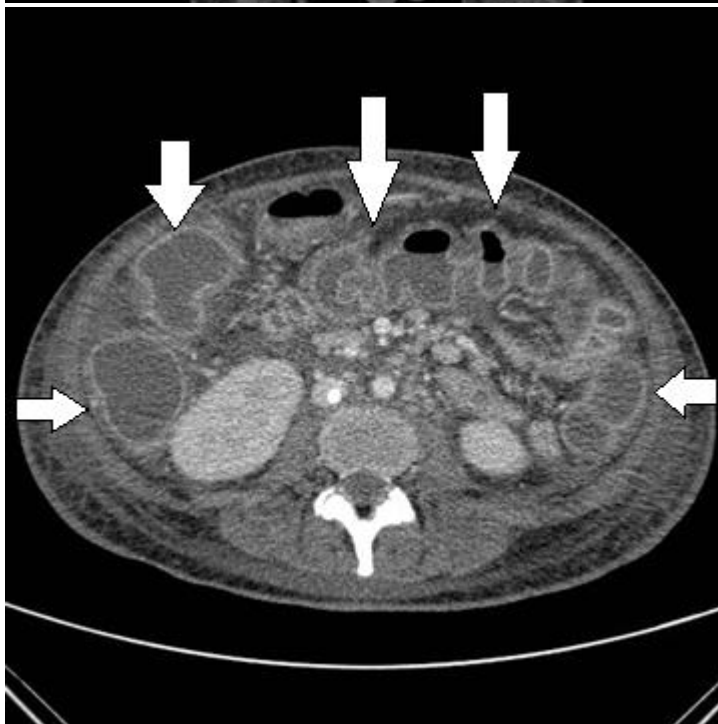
25.6b: TC coronal e axial: espessamento parietal difuso colônico, com aspecto sanfonado (sinal do acordeon). Diagnóstico: colite pseudomembranosa.
